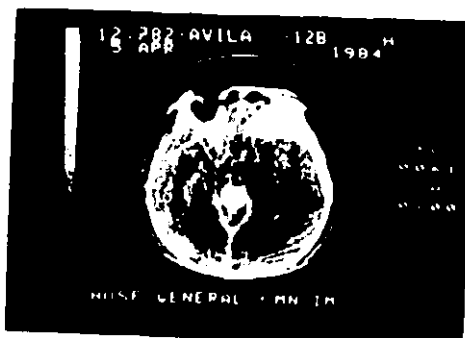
Tomografía preoperatoria del mismo paciente después de inyectar medio de contraste yodado intravenoso, donde se pone de manifiesto en forma clara una lesión a nivel del área pineal. (Reforzamiento después de inyección de medio de contraste intravenoso).
